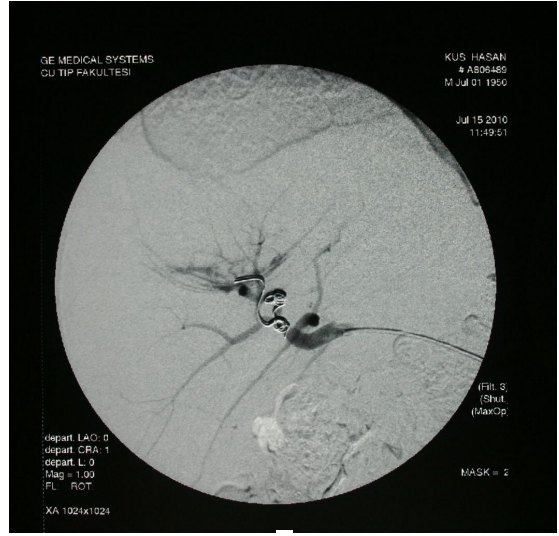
HCC'li bir olgunun MR, PET-BT, TAKE ve spesmen görüntüleri
